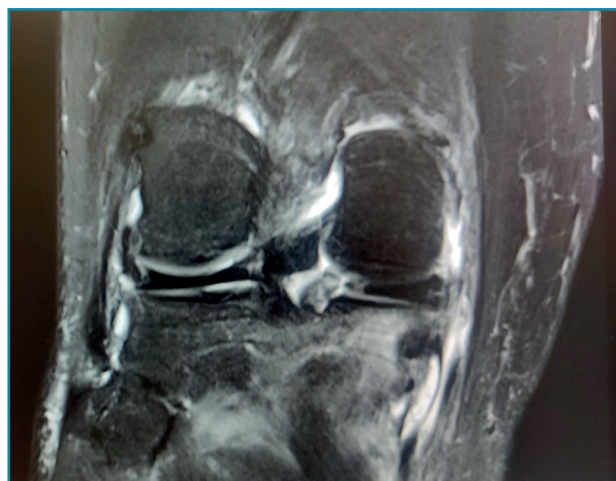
Resonancia magnética de rodilla, corte coronal, secuencia potenciada en T2, que muestra una rotura-avulsión de la raíz posterior del menisco interno, con edema óseo mecánico por sobrecarga del platillo tibial medial.
